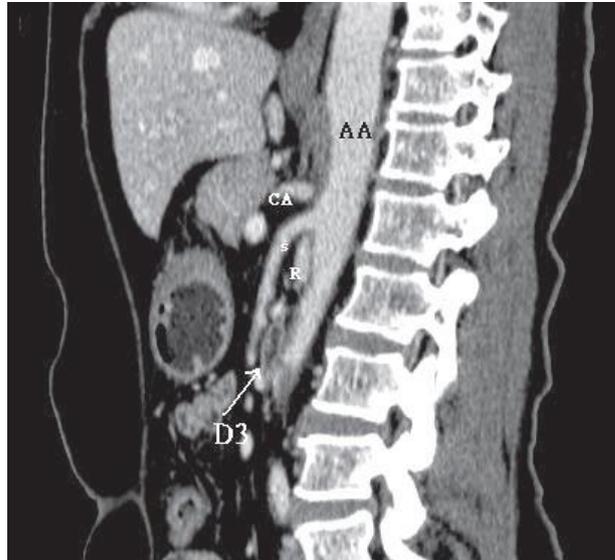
TC abdominal de un paciente sano mostrando un ángulo normal entre la aorta y la arteria mesentérica superior y las estructuras entre ambas (3ª porción duodenal y vena renal).
